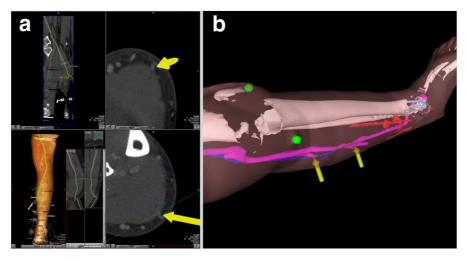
A) las imágenes de tomografía computarizada (TAC) muestran la ubicación de las arterias perforadas con flechas amarillas. B) ejemplo de representación HoloLens de modelos poligonales segmentados (Pratt y otros., 2018).
